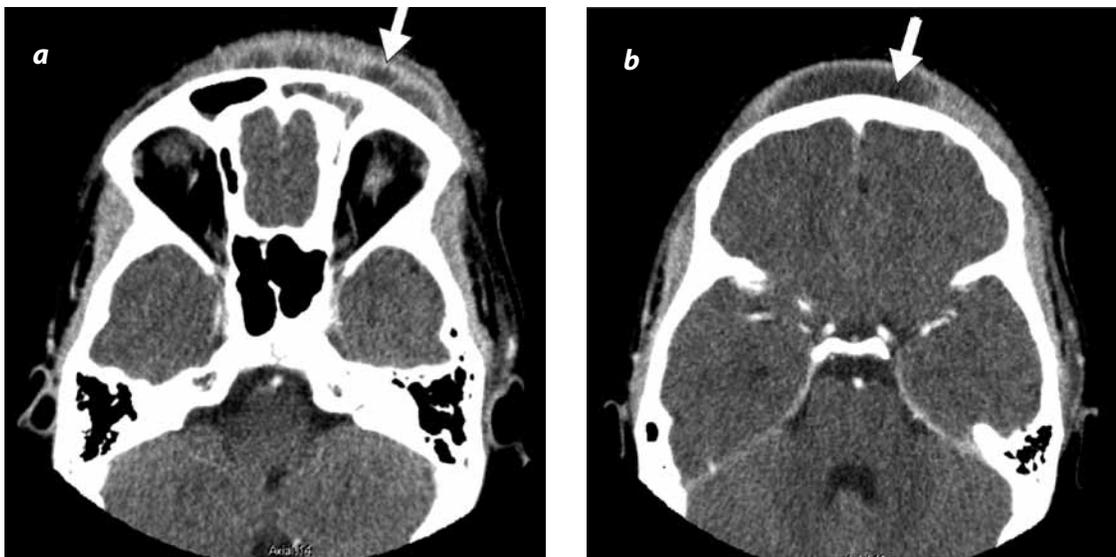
TAC de cara con medio de contraste. Imágenes axiales que evidencian una acumulación hipodensa subgaleal frontal, con realce periférico tras la administración del medio de contraste endovenoso (flechas blancas).
